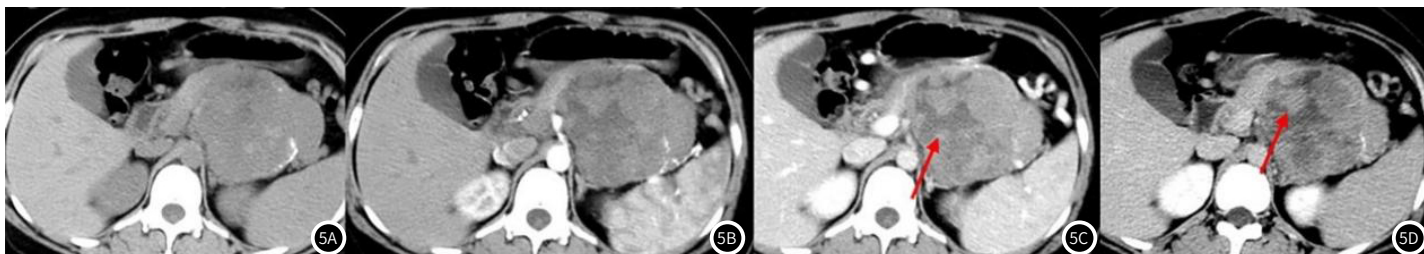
图5D 胰体尾SPN, 女性, 24岁。图5A CT平扫肿瘤内呈不均匀稍高密度, 边缘见弧形钙化; 图5C-图5D 增强扫描肿瘤内见浮云征(红箭)及强化包膜。
